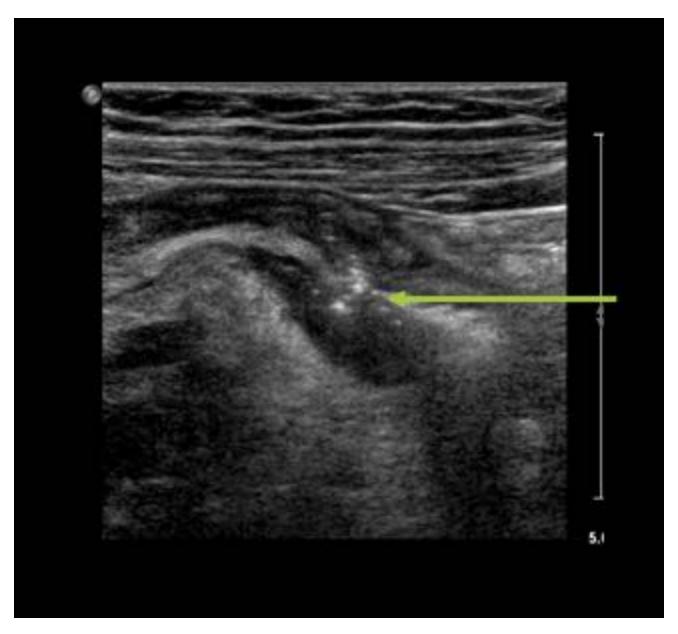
Ecografía abdominal en modo B. Alteración de la grasa mesentérica con área hipoecoica que parece comunicar con el íleon terminal, que contiene ecos puntiformes compatibles con burbujas aéreas, en relación con colección. Asocia alteración de la grasa regional.
